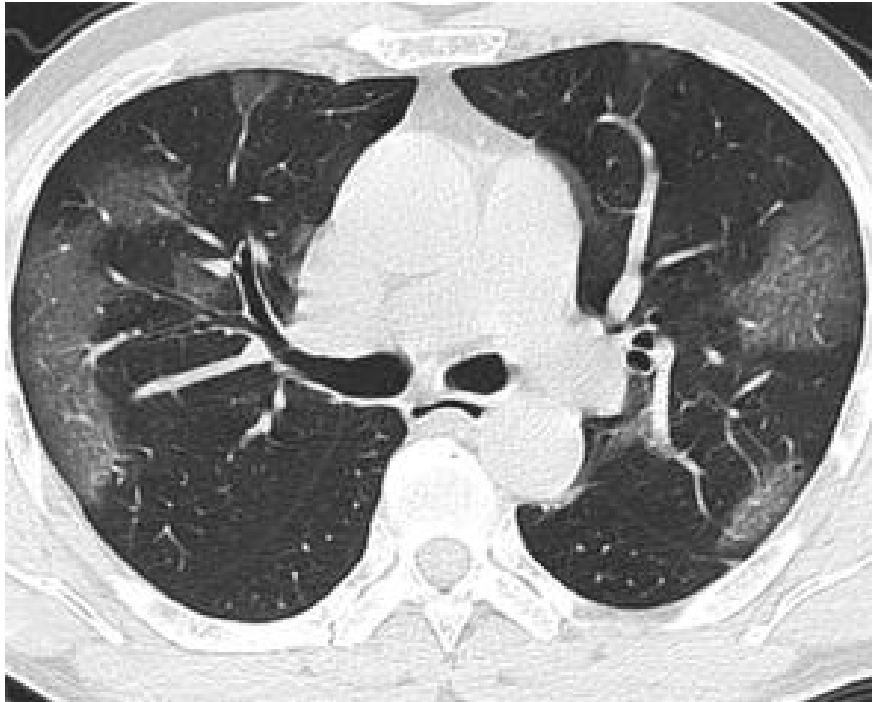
As imagens de TC evidenciam opacidades em vidro fosco difusas e bilaterais.
